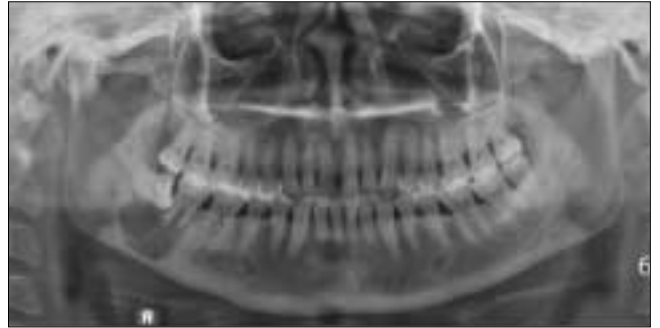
Radiography at the initial examination.
